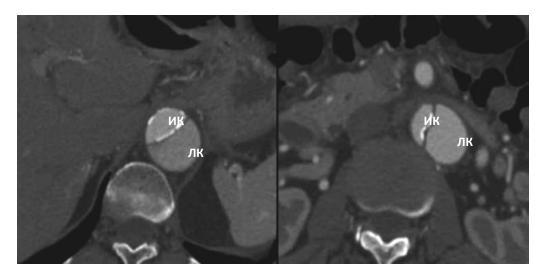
Мультиспиральная компьютерная томография торакоабдоминального отдела аорты, аксиальный срез. Кальцификация интимы истинного просвета при расслоении аорты. ИК — истинный канал, ЛК — ложный канал (Hallinan JTPD, Anil G. Multi-detector computed tomography in the diagnosis and management of acute aortic syndromes. World J Radiol. 2014;6(6):355–365)
